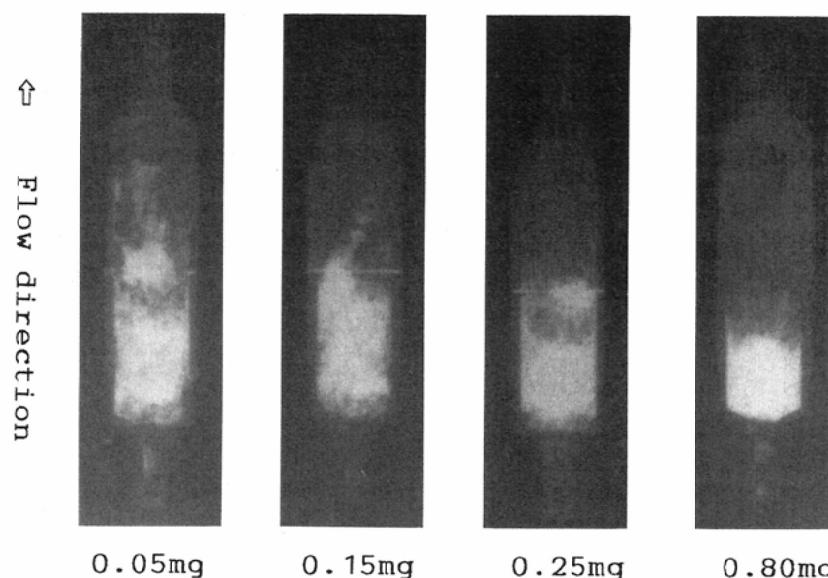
X-ray photographs of chambers after injection of 0.5ml of N-100 Lipiodol suspension
